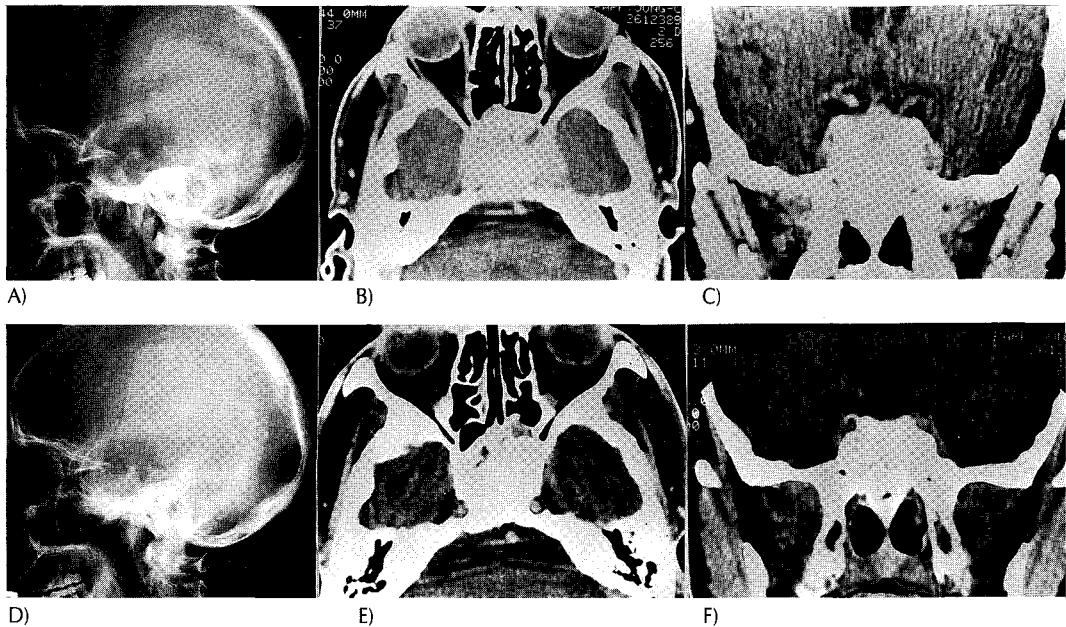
Plain film and computed tomograms of sphenoid sinus carcinoma.
